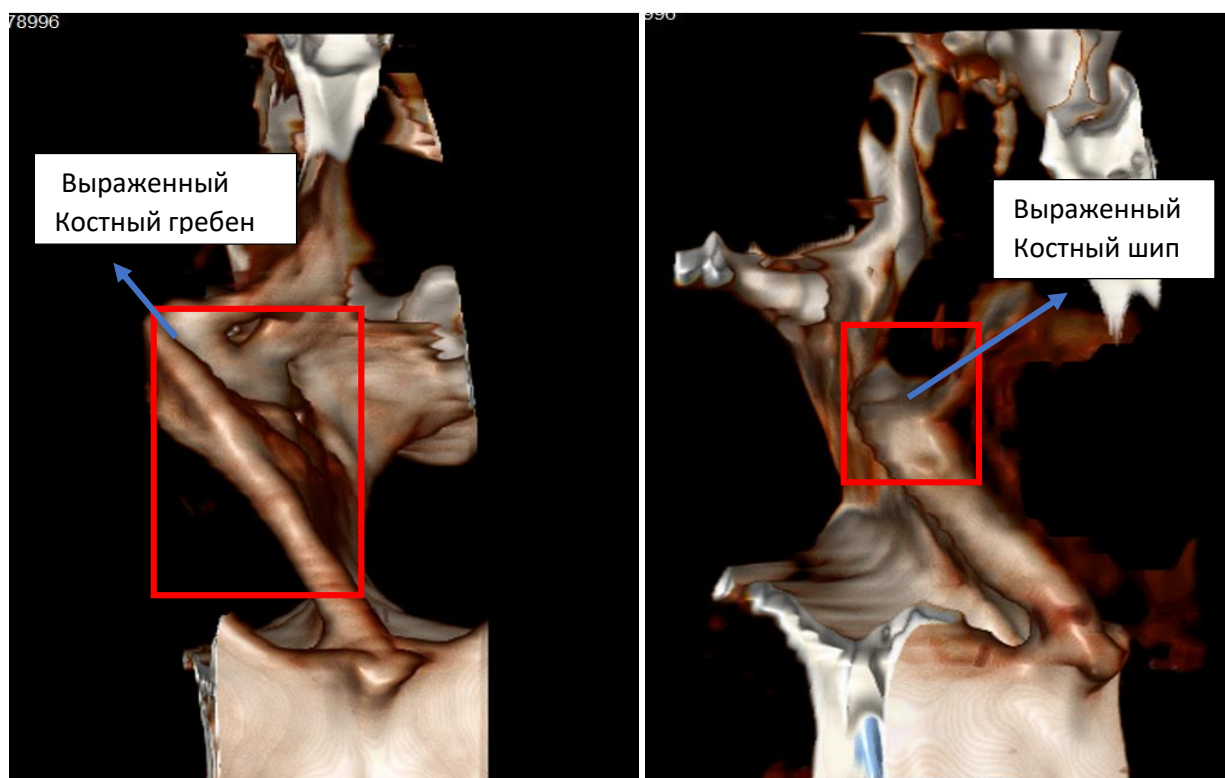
Трёхмерная реконструкция КТ костной части перегородки носа: визуализируются выраженный костный гребень (справа) и выраженный КШ (справа)
